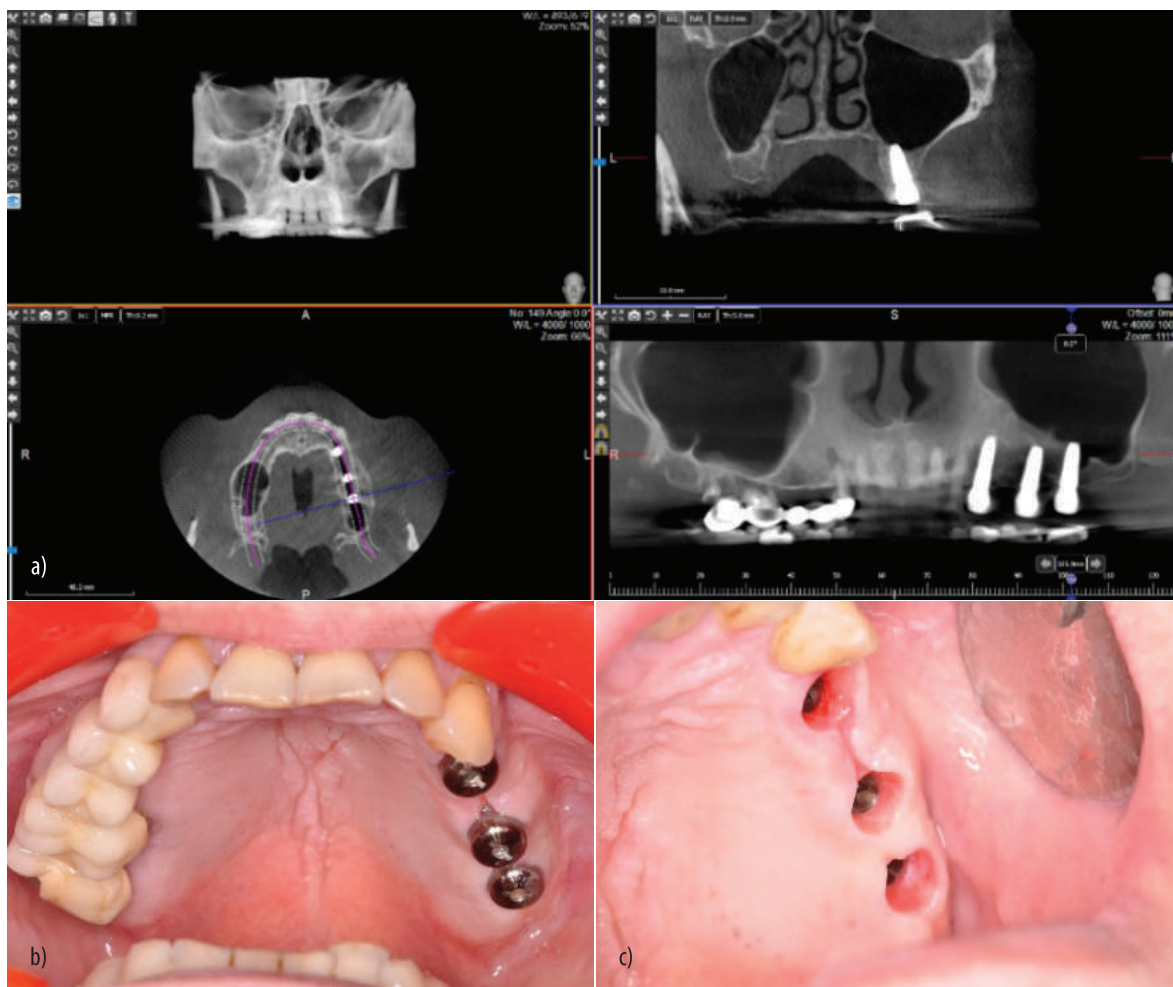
Tomografie computerizată după 6 luni (a), aspectul conformatoarelor de gingie (b), aspectul inelelor gingivale periimplantare (c).
